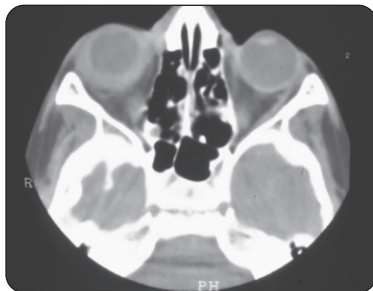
TDM en coupe axiale d'une sclérite postérieure droite
